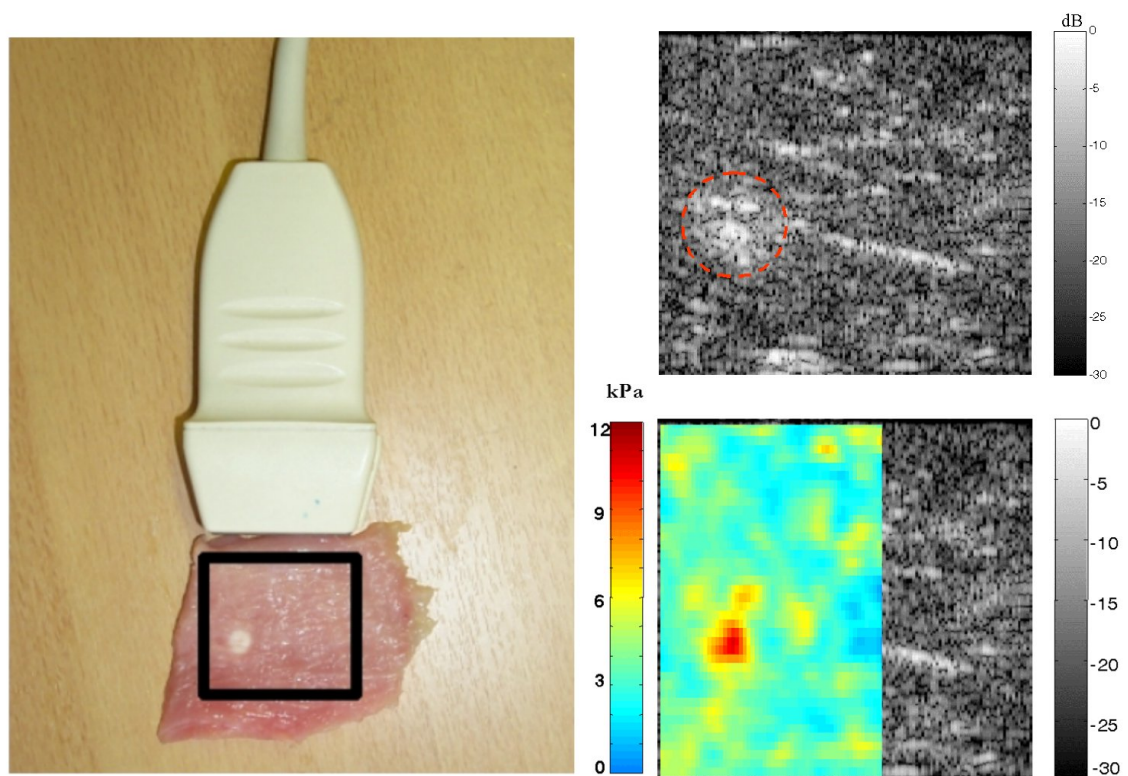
Expérience de SSI sur un tissu nécrosé. A gauche : photographie du système, la nécrose apparaît sous la forme d'un disque blanc. A droite, en haut : image échographique, la zone de nécrose hyperéchogène est indiquée. En bas : une image d'élasticité réalisée par SSI, la nécrose est 3 fois plus dure que les tissus environnants.
